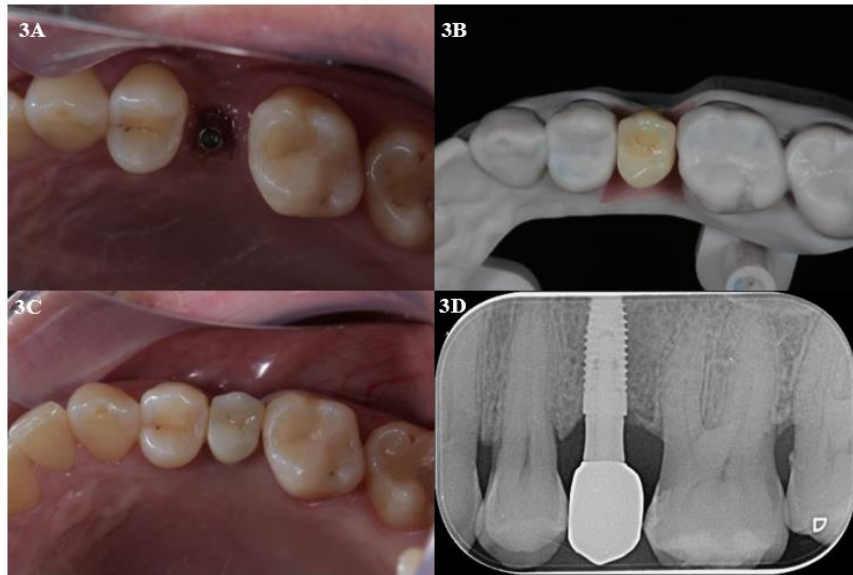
Vista oclusal do munhão universal após a remoção da coroa provisória (Grupo I). Figura 3B: Prótese sobre implante confeccionada em óxido de zircônio policromático sobre modelo impresso 3D. Figura 3C: Prótese sobre implante cimentada sobre munhão univesal. Figura 3D: Radiografia periapical após a instalação da prótese sobre implante com o intuito de conferir a adaptação da mesma sobre o intermediário.
